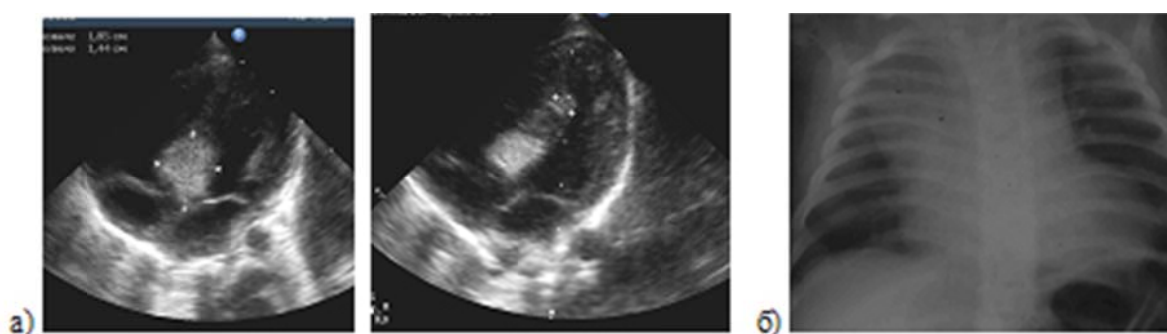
Реб. Э. с множественными рабдомиомами сердца: а) ЭхоКГ в 4 суток ; б) рентгенограмма ОГК в 5 мес. (собственное наблюдение)
